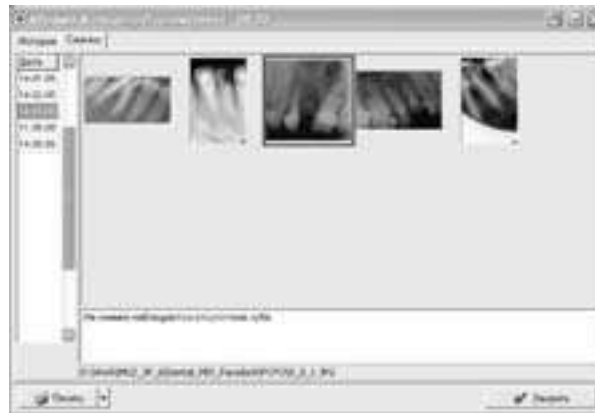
Заполнение данных о рентгеновских и лабораторных исследованиях
